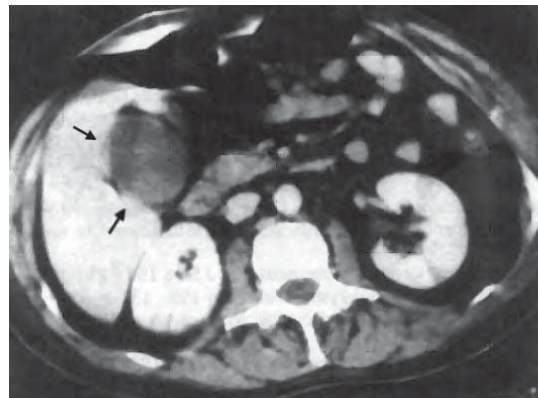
/7. Tomografía abdominal en paciente con sepsis estafilocócica. Se observa la distensión vesicular y la ausencia de límite neto entre el hígado y la vesícula. La pieza operatoria mostró severa necrosis de la pared vesicular. Germen hallado: *Staphylococcus aureus*.
